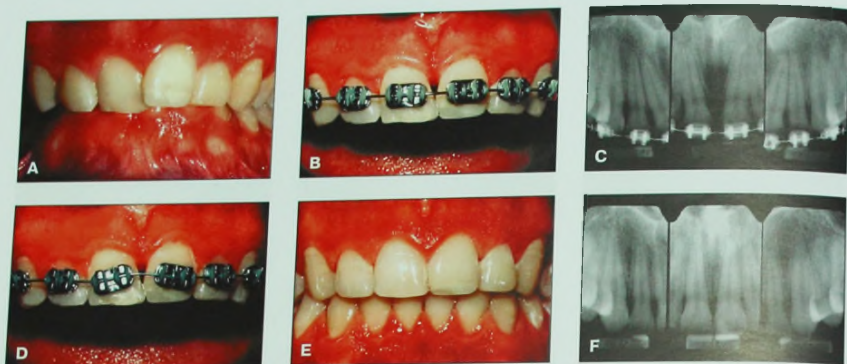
А. Молодой пациент с аномалией окклюзии класса II, глубоким резцовым перекрытием и легкой скученностью верхних и нижних зубов. В. При нормализации положения верхних центральных резцов между ними образовался черный треугольник. С. Периапикальная рентгенограмма показала, что причиной черного треугольника стала дистальная дивергенция корней центральных резцов. D. После этого брекетки на центральных резцах были зафиксированы заново так, чтобы паз был строго перпендикулярен длинной оси корня. E и F. Это обеспечило коррекцию положения корней центральных резцов, что привело к смещению контактного пункта в сторону десневого сосочка и закрытию черного треугольника.
